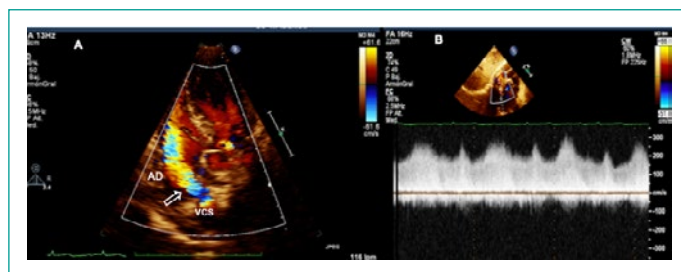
ETT. A. Proyección apical 4 camaras modificada a desembocadura de VCS, donde observamos aliasing al aplicar doppler color B. Proyección subcostal, se demuestra gradiente obstructivo al aplicar doppler continuo a en desembocadura de la VCS.
